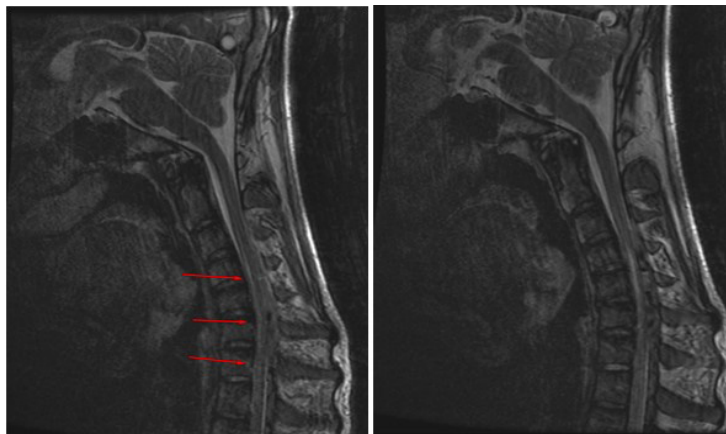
На МРТ шейного отдела позвоночника в положении наклона красными стрелками отмечено плотное прилегание передних отделов спинного мозга на уровне соответствующему очагу миелоатрофии
